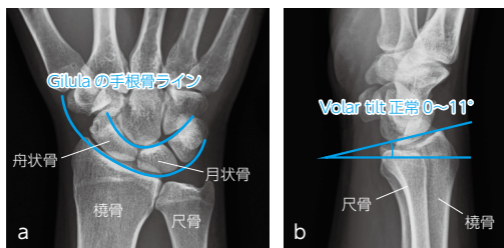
X線写真 (a: 正面像, b: 側面像)
